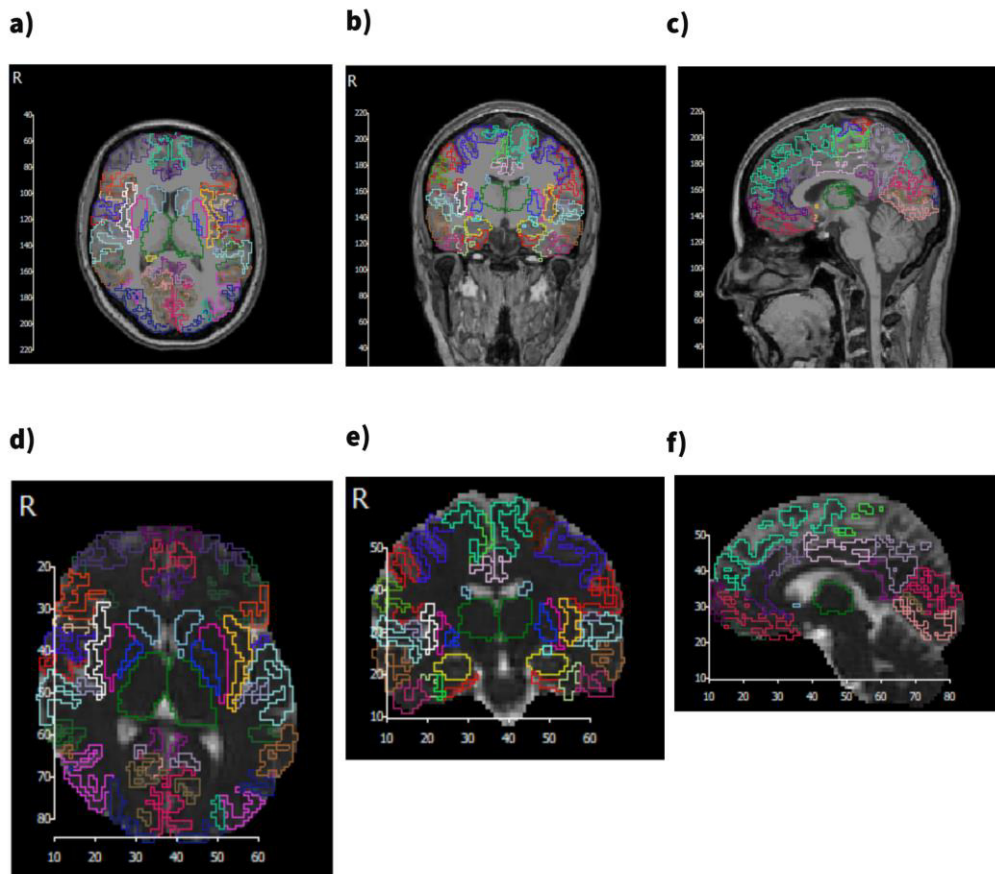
Parcelación y segmentación de la sustancia gris, obtenida mediante *FreeSurfer* en el espacio nativo de un sujeto, utilizando atlas *wmparc*. Imágenes visualizadas en *DSI studio*, con las parcelas incorporadas. A) Corte axial en imagen T1. B) Corte coronal en imagen T1. C) Corte sagital en imagen T1. D) Corte axial B0, DWI-DTI. E) Corte coronal en B0, DWI-DTI. F) Corte sagital en B0, DWI-DTI.
